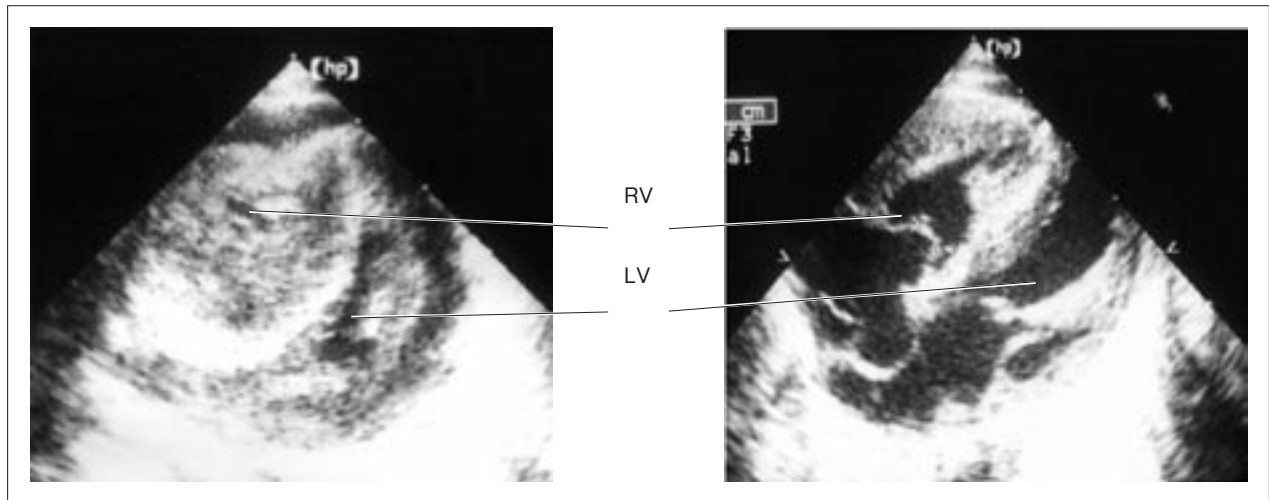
Ultrasound after the second palliation. Overdistended RV and compressed LV were recognized. RV: right ventricle, LV: left ventricle
